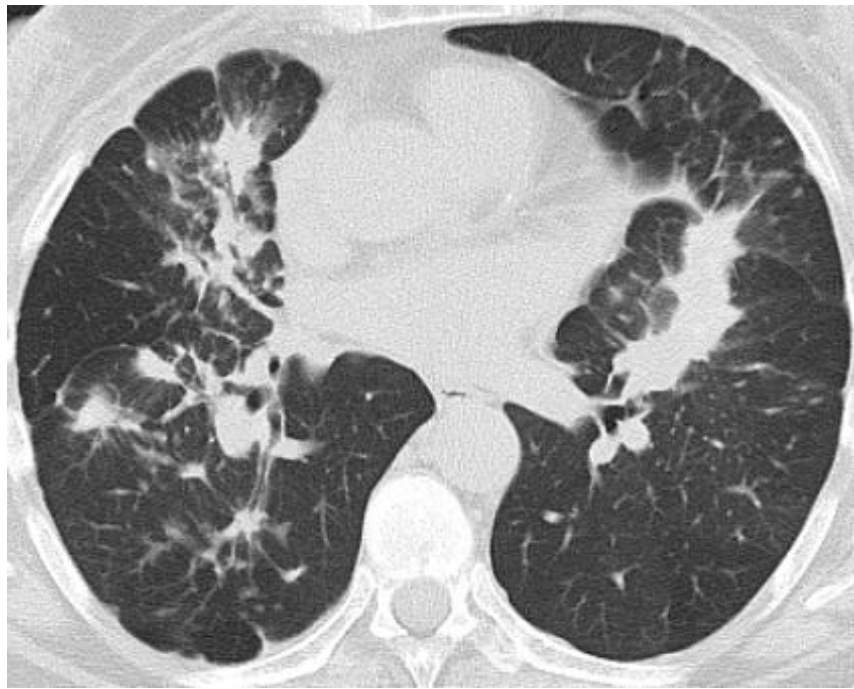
МСКТ органів грудної порожнини хворої М.
